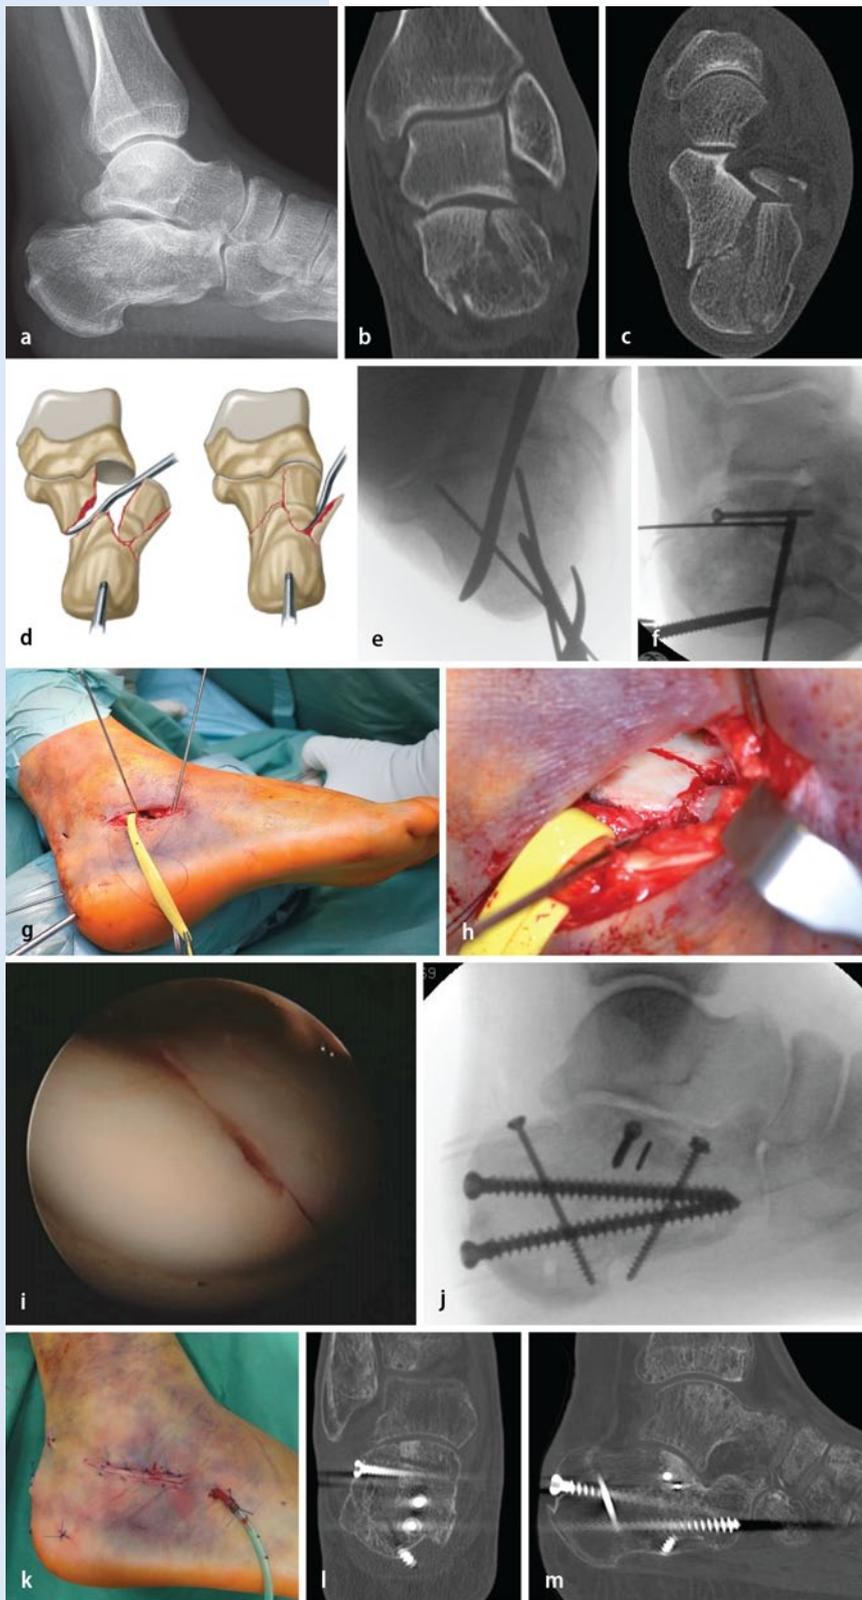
◀ a–c Weniger invasive Osteosynthese einer Fraktur vom Sanders-Typ 2A mit deutlicher Verkippung in der posterioren Gelenkfacette. d Der Schlüssel zur Reposition des Subtalargelenks ist die Rekonstruktion der medialen Wand. e Hierzu wird das Tuberfragment mithilfe der Westhues-Schraube und eines über die Fraktur eingeführten Elevatoriums unter das mediale Sustentaclulumfragment manipuliert und temporär transfixiert. f–g Anschließend erfolgen die Reposition der lateralen Facettenfragmente und die Fixierung desselben mit Schraube und verloreinem Kirschner-Draht. h Die anatomische Gelenkreposition lässt sich gut über den Sinus-tarsi-Zugang kontrollieren, die Peronealsehnen sind angeschlungen und nach plantar weggehalten. i Die schlecht einsehbaren hinteren Anteile des Subtalargelenks lassen sich durch eine offene Arthroskopie gut kontrollieren. j Die perkutane Schraubenosteosynthese folgt dem individuellen Frakturmuster. k Postoperative Weichteilverhältnisse, l,m Computertomographiekontrolle der anatomischen Reposition. (d aus [45])
